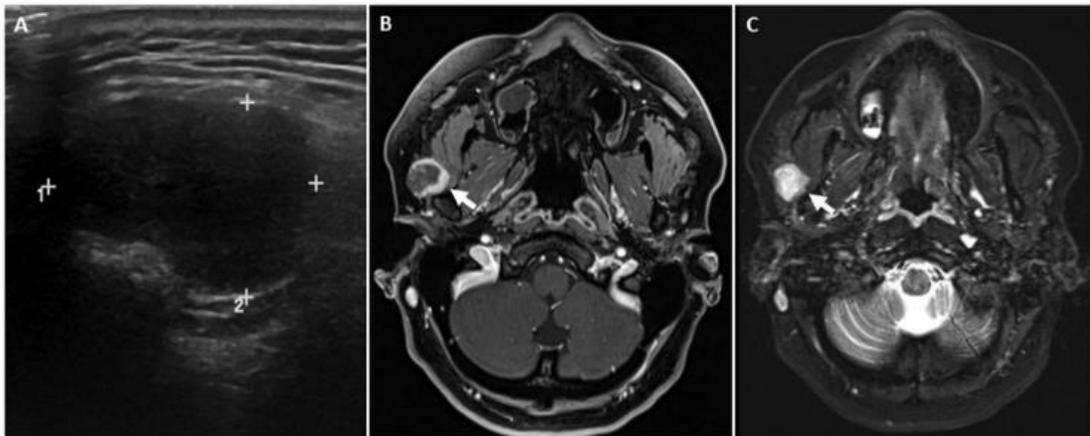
A) Ultrasonido: vista sagital derecha de la parótida que muestra una masa hipoeoica. B) MRI VIBE: vista axial que muestra una masa hipointensa T1 con realce periférico posterior al contraste. C) MRI STIR: vista axial que muestra una masa hiperintensa T2. MRI indica resonancia magnética; STIR, recuperación de inversión de tau corta; VIBE secuencia de retención respiratoria interpolada volumétrica.⁴⁸
